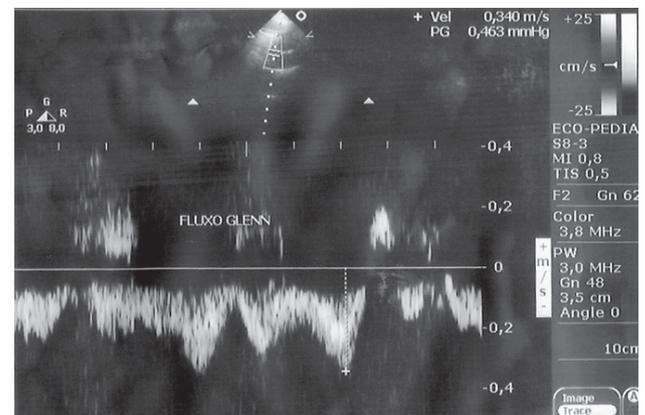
Traçado de Doppler pulsado com amostra localizada na anastomose entre a veia cava superior e artéria pulmonar direita, com velocidade de pico de 0,34 m/s
